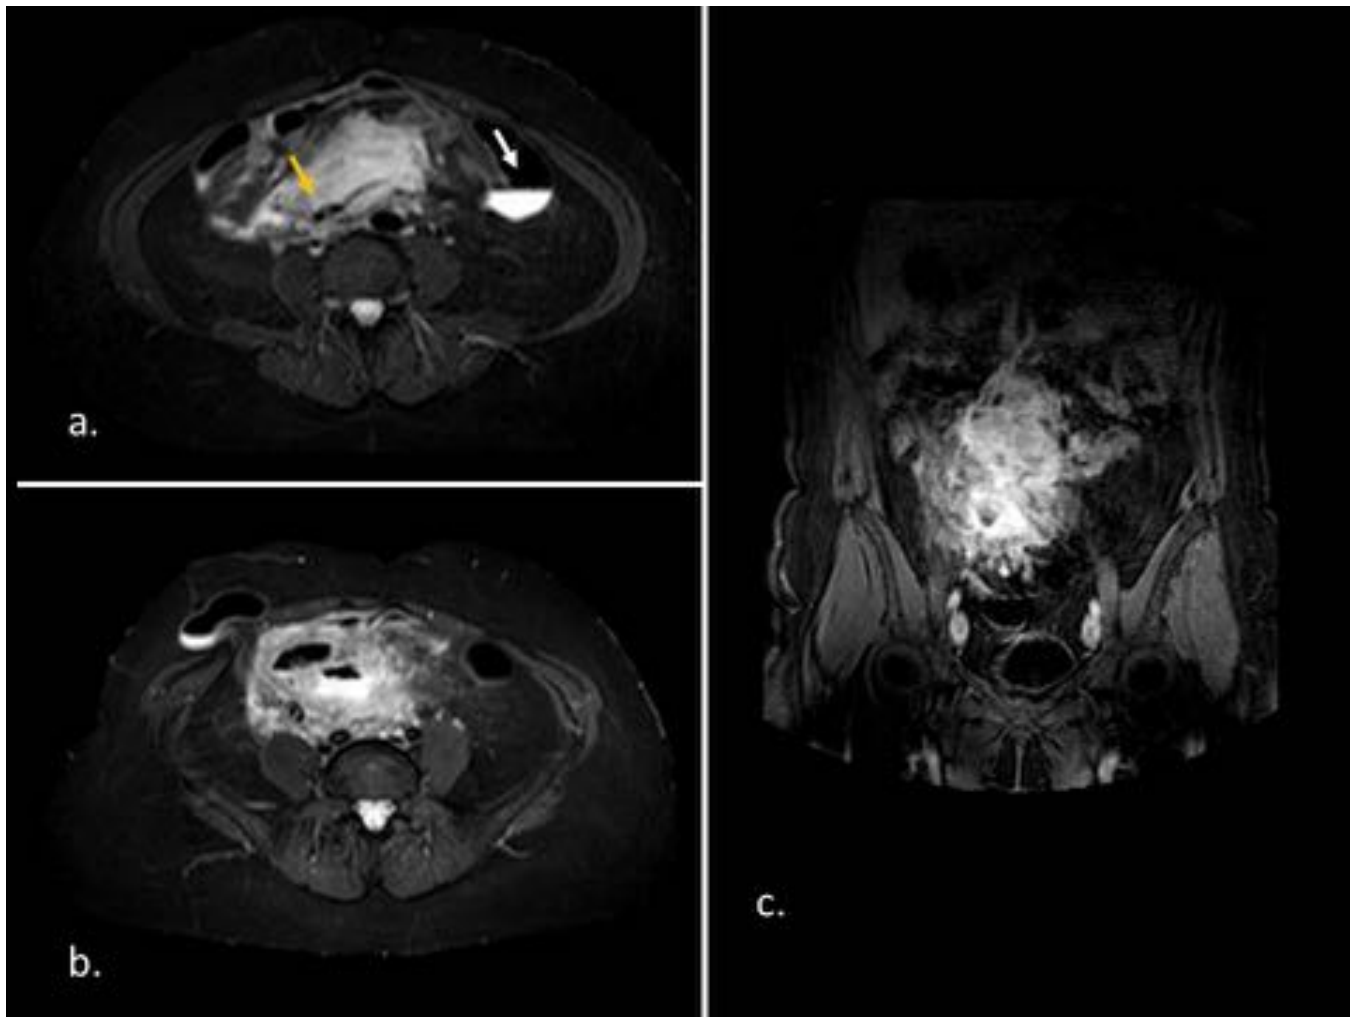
Mismo paciente de la figura 8 con tumor desmoide en mesenterio. Imágenes de RM con secuencias axial T2 con supresión grasa (a y b) y coronal T1 con supresión grasa con gadolinio iv (c). (a) Masa mal definida hiperintensa en T2 que bordea a los vasos mesentéricos (flecha amarilla) y varios cm más caudal, en (b), se aprecia como infiltra y engloba a asas intestinales, provocando discreta obstrucción intestinal, con niveles hidroaéreos en (a) (flecha blanca).
